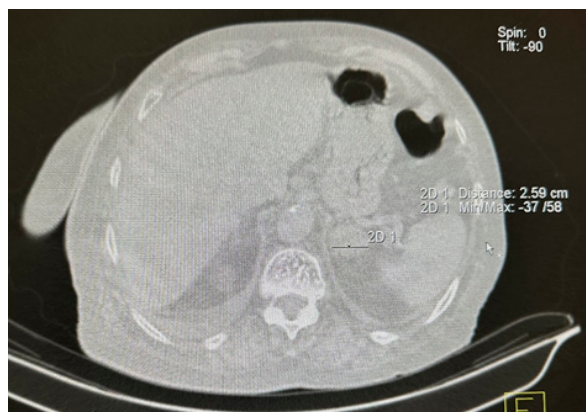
КТ в нативном режиме органов грудной полости у пациента с инциденталомой левого надпочечника, аксиальная плоскость.
